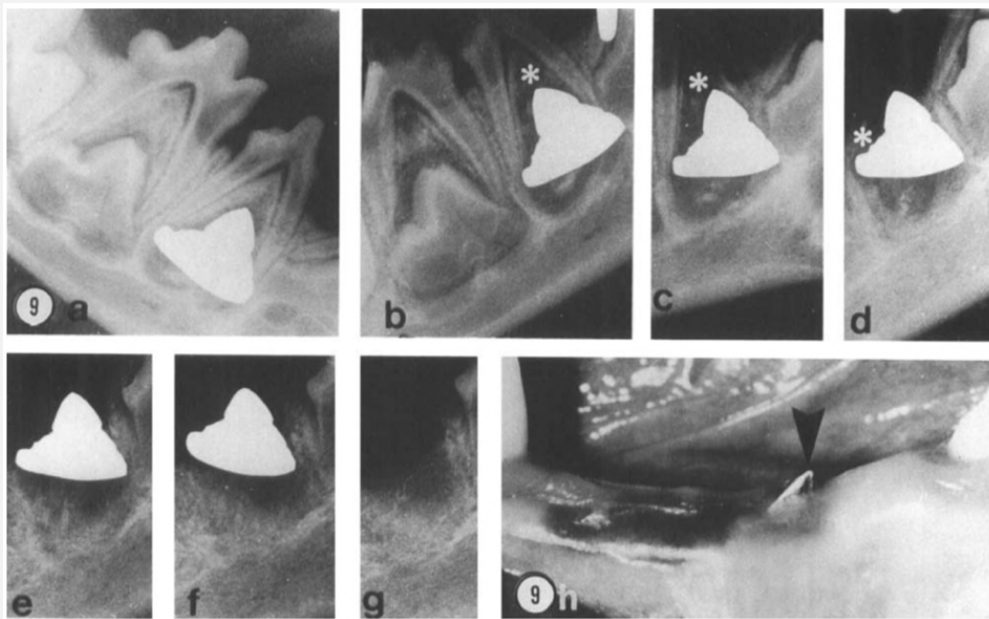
Radiografías de la erupción y réplica dental colocada dentro de un folículo dental. A las 15 semanas 1 (a) y seguida durante semanas 2 (b), 3 (c), 4 (d), 5 (e), 6 (f), y 7 (g). Observar como se va formando la vía de erupción (*) y el movimiento oclusal de la réplica dental con el tiempo. 8 (h) fotografía clínica de la réplica de la corona en erupción a las 21 semanas (11).
